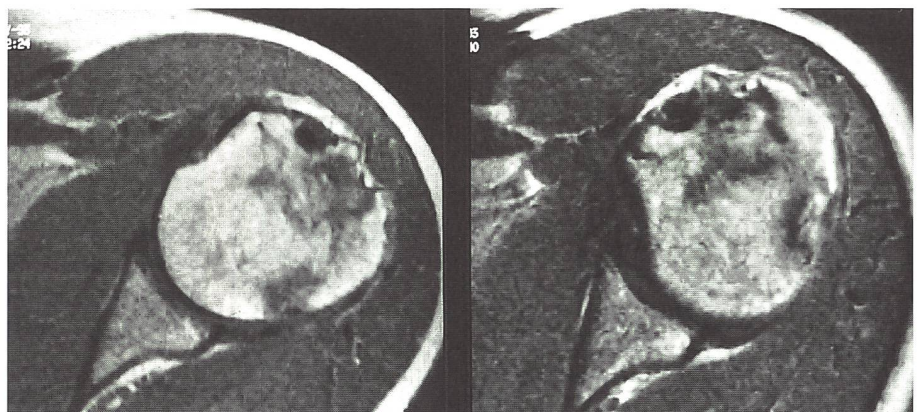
MRT Schultergelenk links. Abriss Tub. maj. und capitale Kompressionsfraktur.
